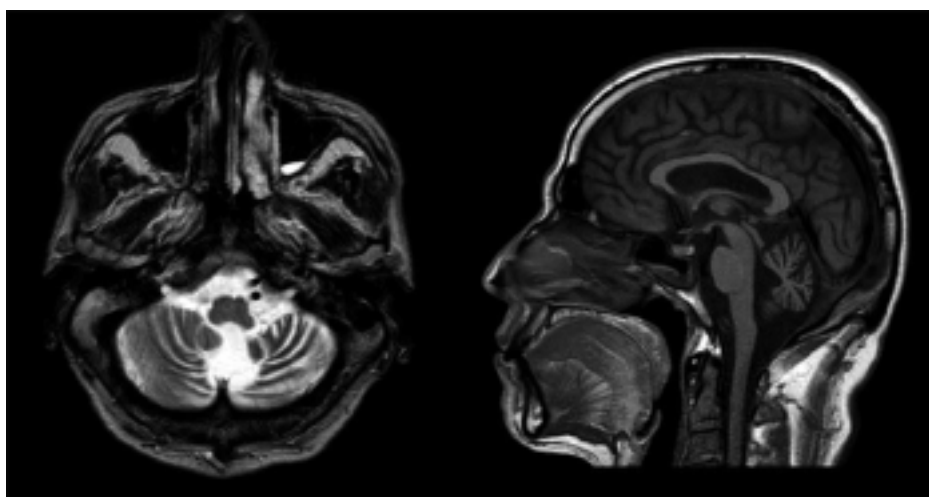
Paciente con Neuronopatía de células granulosas. FLAIR-T1: Se observa marcada disminución de volumen del parénquima cerebeloso. Incremento de señal cortico subcortical cerebeloso de predominio izquierdo.
